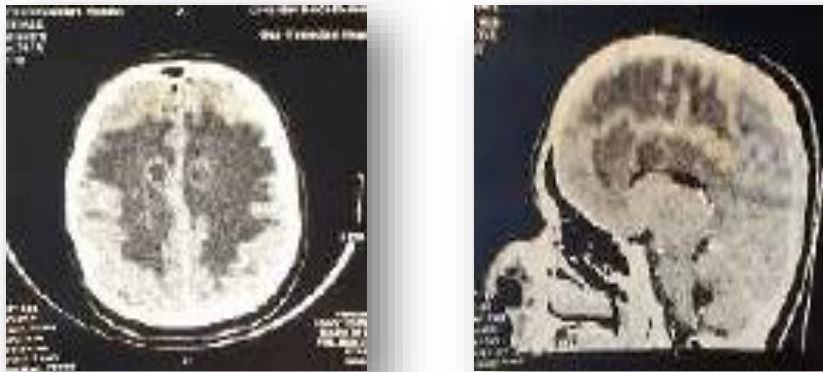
TDM cérébrale du patient 10
